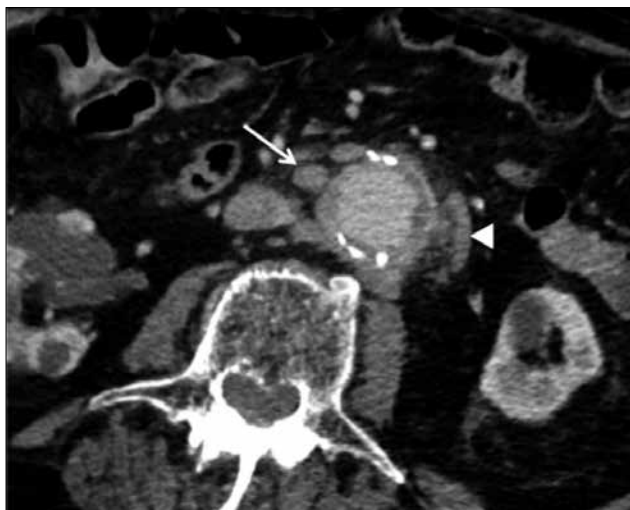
CT-scan met axiale reconstructie. Niet-aankleurende zone (driehoek) rondom prothesemateriaal, wat kan wijzen op desintegratie van het prothesemateriaal.
